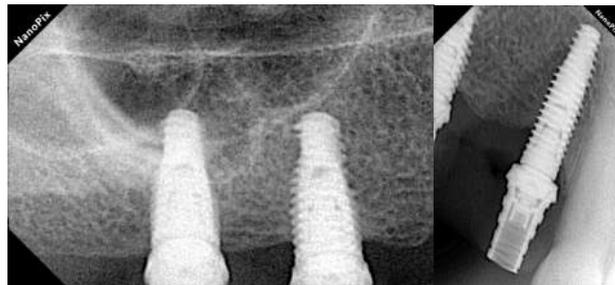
Radiografías dentoalveolares del cuadrante superior derecho.
